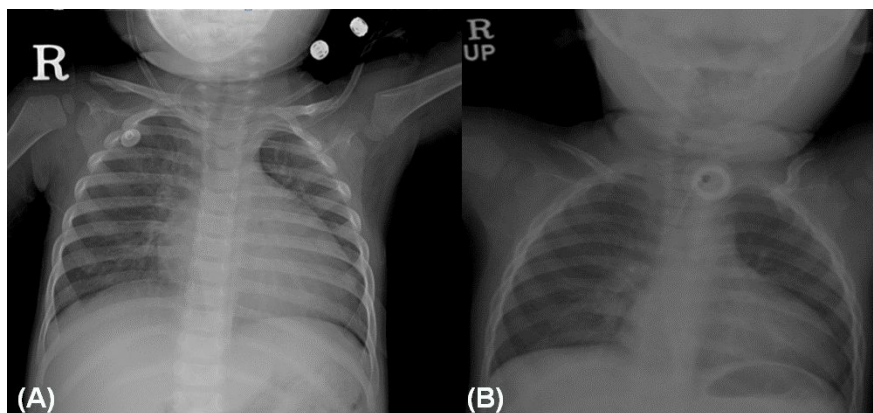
Chest radiograph showed (A) cardiomegaly with pulmonary congestion before tracheostomy and (B) improved cardiomegaly after tracheostomy.
